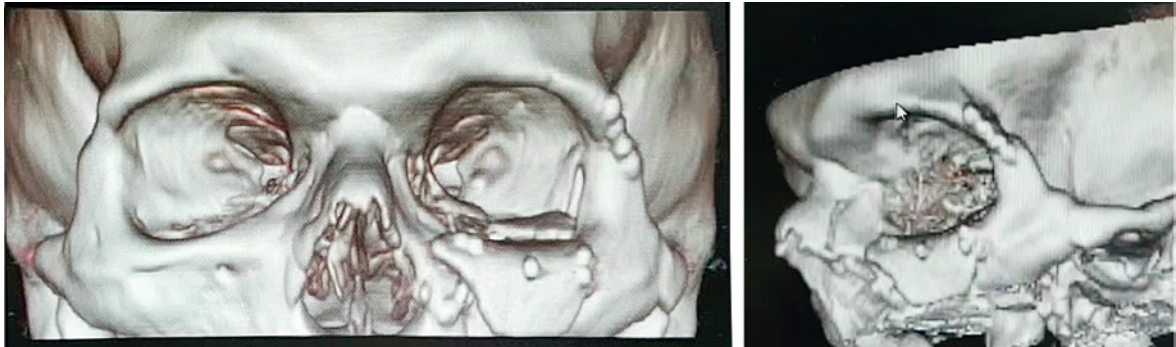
Послеоперационная компьютерная томография
